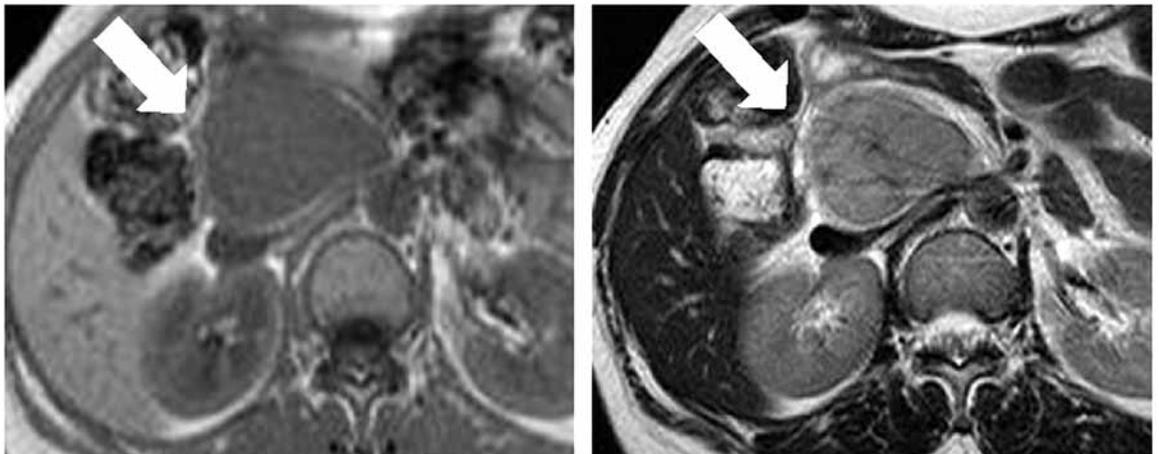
腹部 MRI：腫瘍は T1 強調画像で等信号，T2 強調画像で等～高信号であった。
